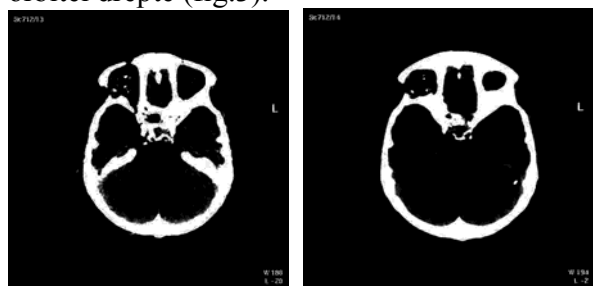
Secțiuni CT în fereastră de os
